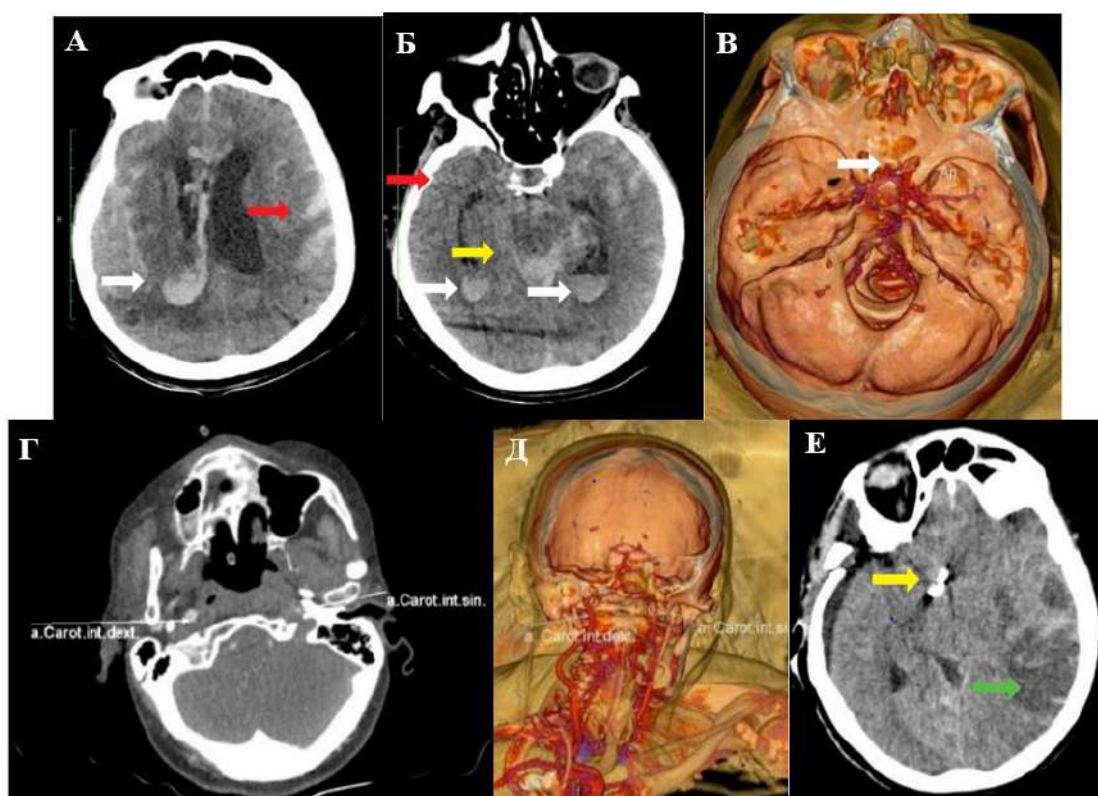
Пациент с нСАК, 67 лет. А, Б – нативная КТ. Отмечается кровь в боковых желудочках мозга (белые стрелки), в цистернах (желтая стрелка), в бороздах обоих полушарий (красные стрелки). В-Д – КТА БЦА, ИА передней соединительной артерии (белая стрелка), окклюзию левой ВСА.
